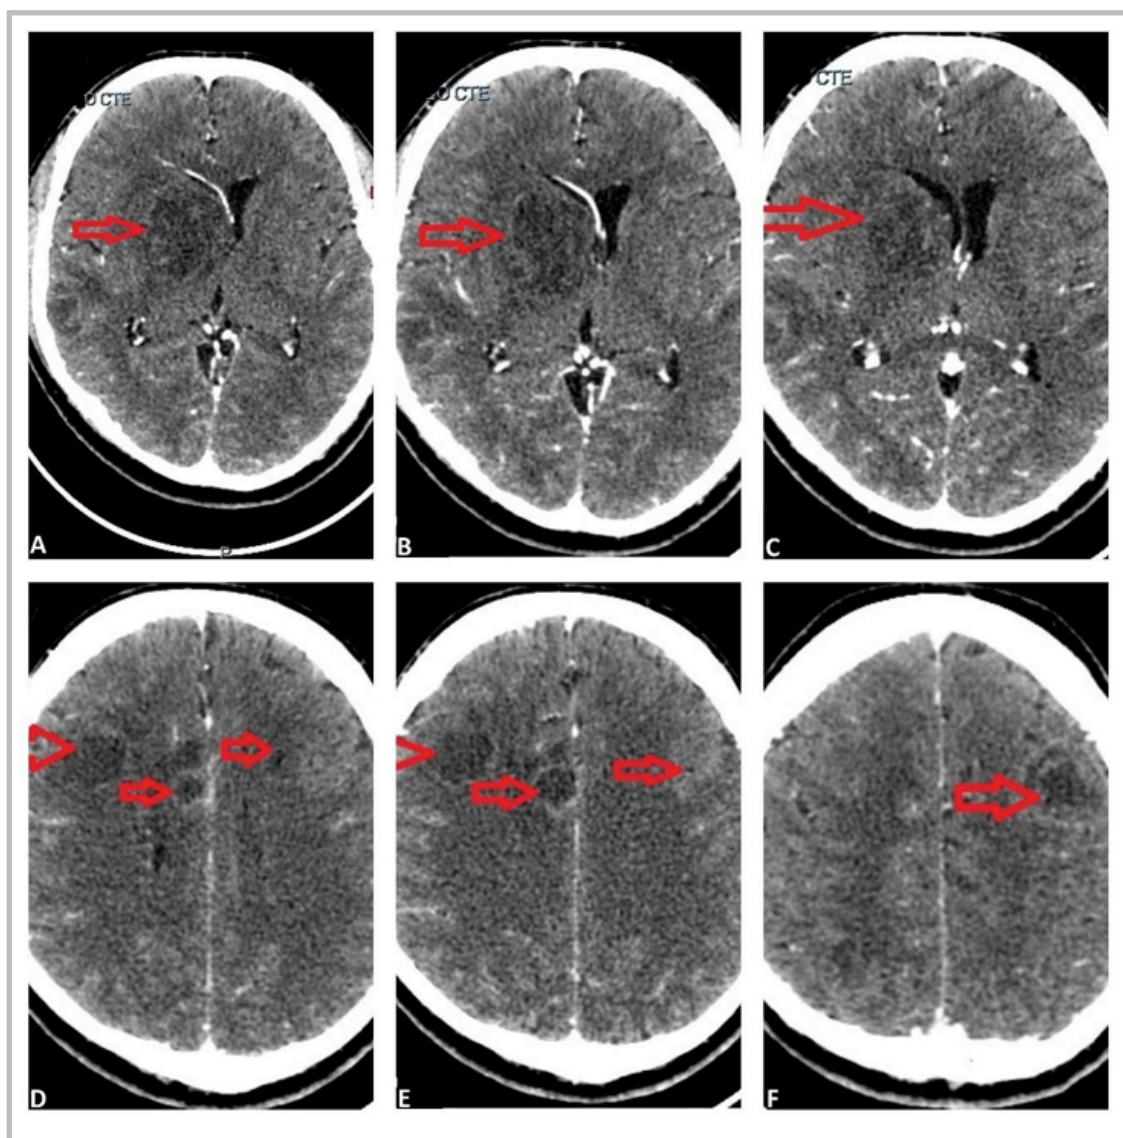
Paciente con múltiples lesiones en corte axial de tomografía cerebral contrastada. Las lesiones se ven con flechas rojas; señalados en la serie de imágenes A, B y C el compromiso ganglio basal con desviación de la línea media es evidente, en la serie de imágenes D, E y F a nivel cortical se encuentra la disposición de estas lesiones, sin predilección de compromiso por alguna región cerebral.
